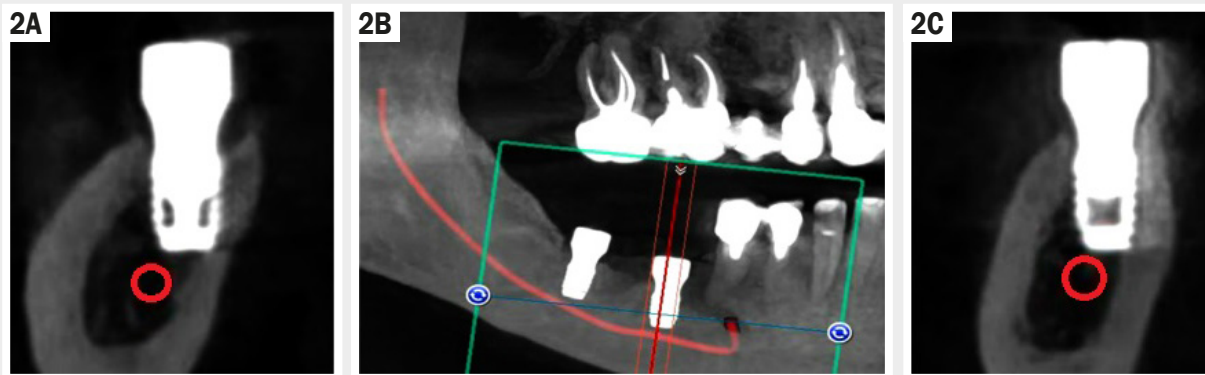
Computed tomographic analysis after subcortical implant placement. A: Sagittal section showing the placed implant and gingival former in the projection 4.7 of the missing tooth with the marking of the mandibular canal; B: 2D image of the upper and lower jaws with the reconstruction of the mandibular canal and design of occlusal relations of the supraconstructions; C: Sagittal section showing the implant and gingival former in projection 4.6 of the missing tooth with the marking of the mandibular canal.
